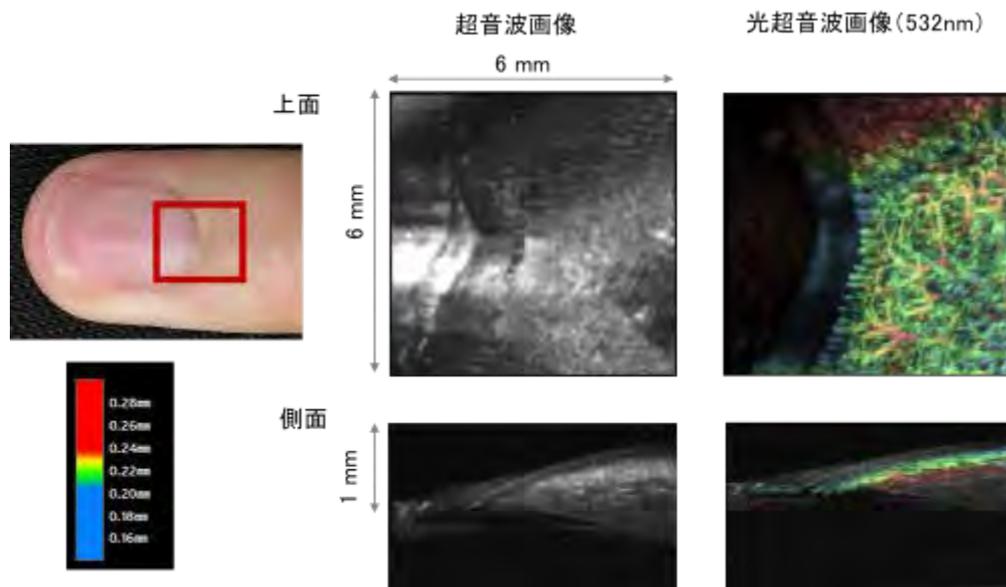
マイクロ可視化システムで撮影した生体の光超音波画像。
